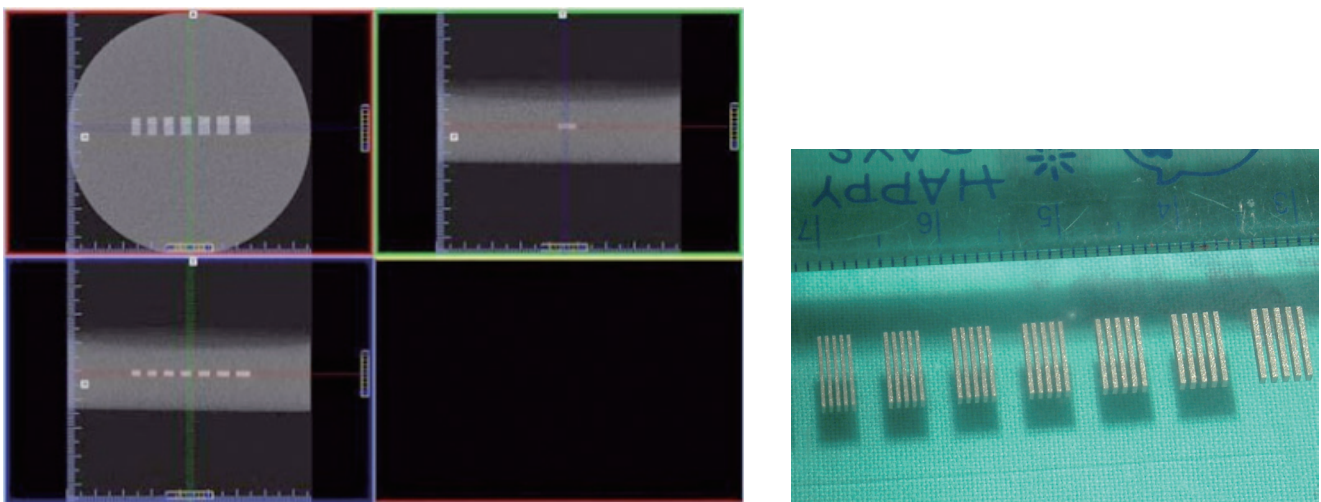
使用的標準假體校正I-CAT影像示意圖：黃色箭頭顯示假體的線對空間，已經有固定且確定的距離，所以量測CBCT線對的空間影像除了可以影像校正，也可以得知CBCT空間解析度
